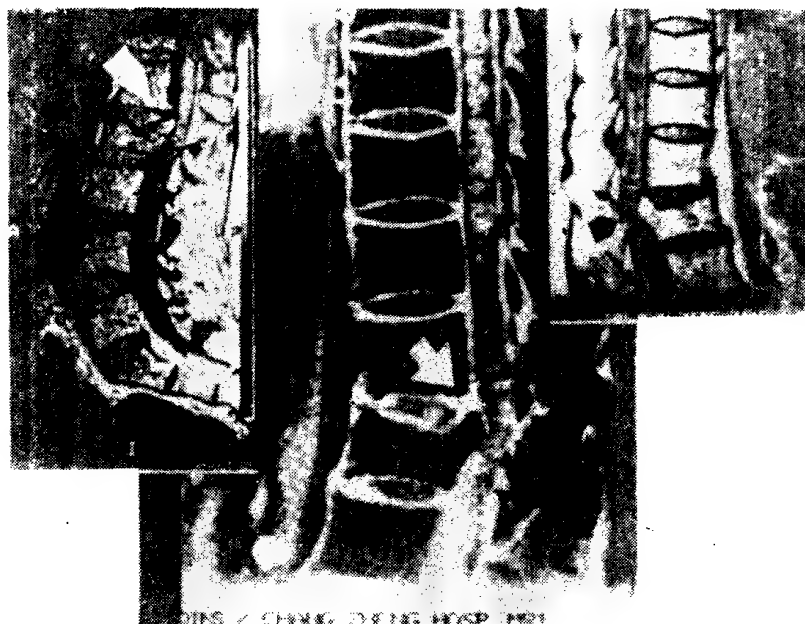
44 MRI 显示腰₂骨折片突向椎管,压迫在硬脊膜囊前方
